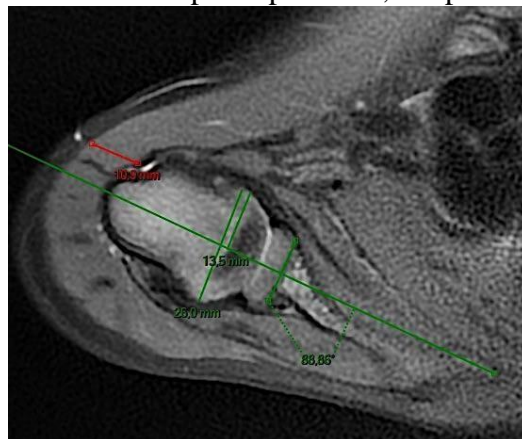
Image c : IRM à 4 ans post opératoire, coupe axiale
